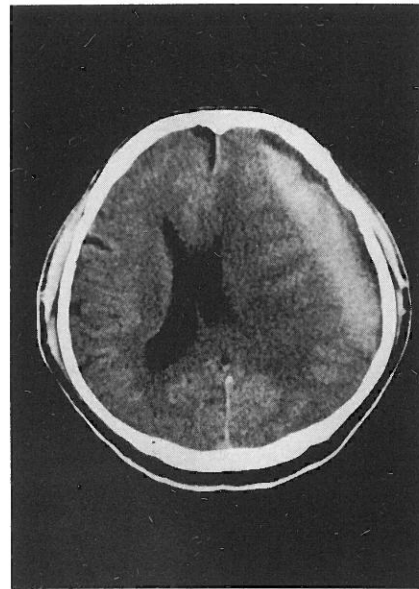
The Brain CT shows a chronic subdural hematoma.
